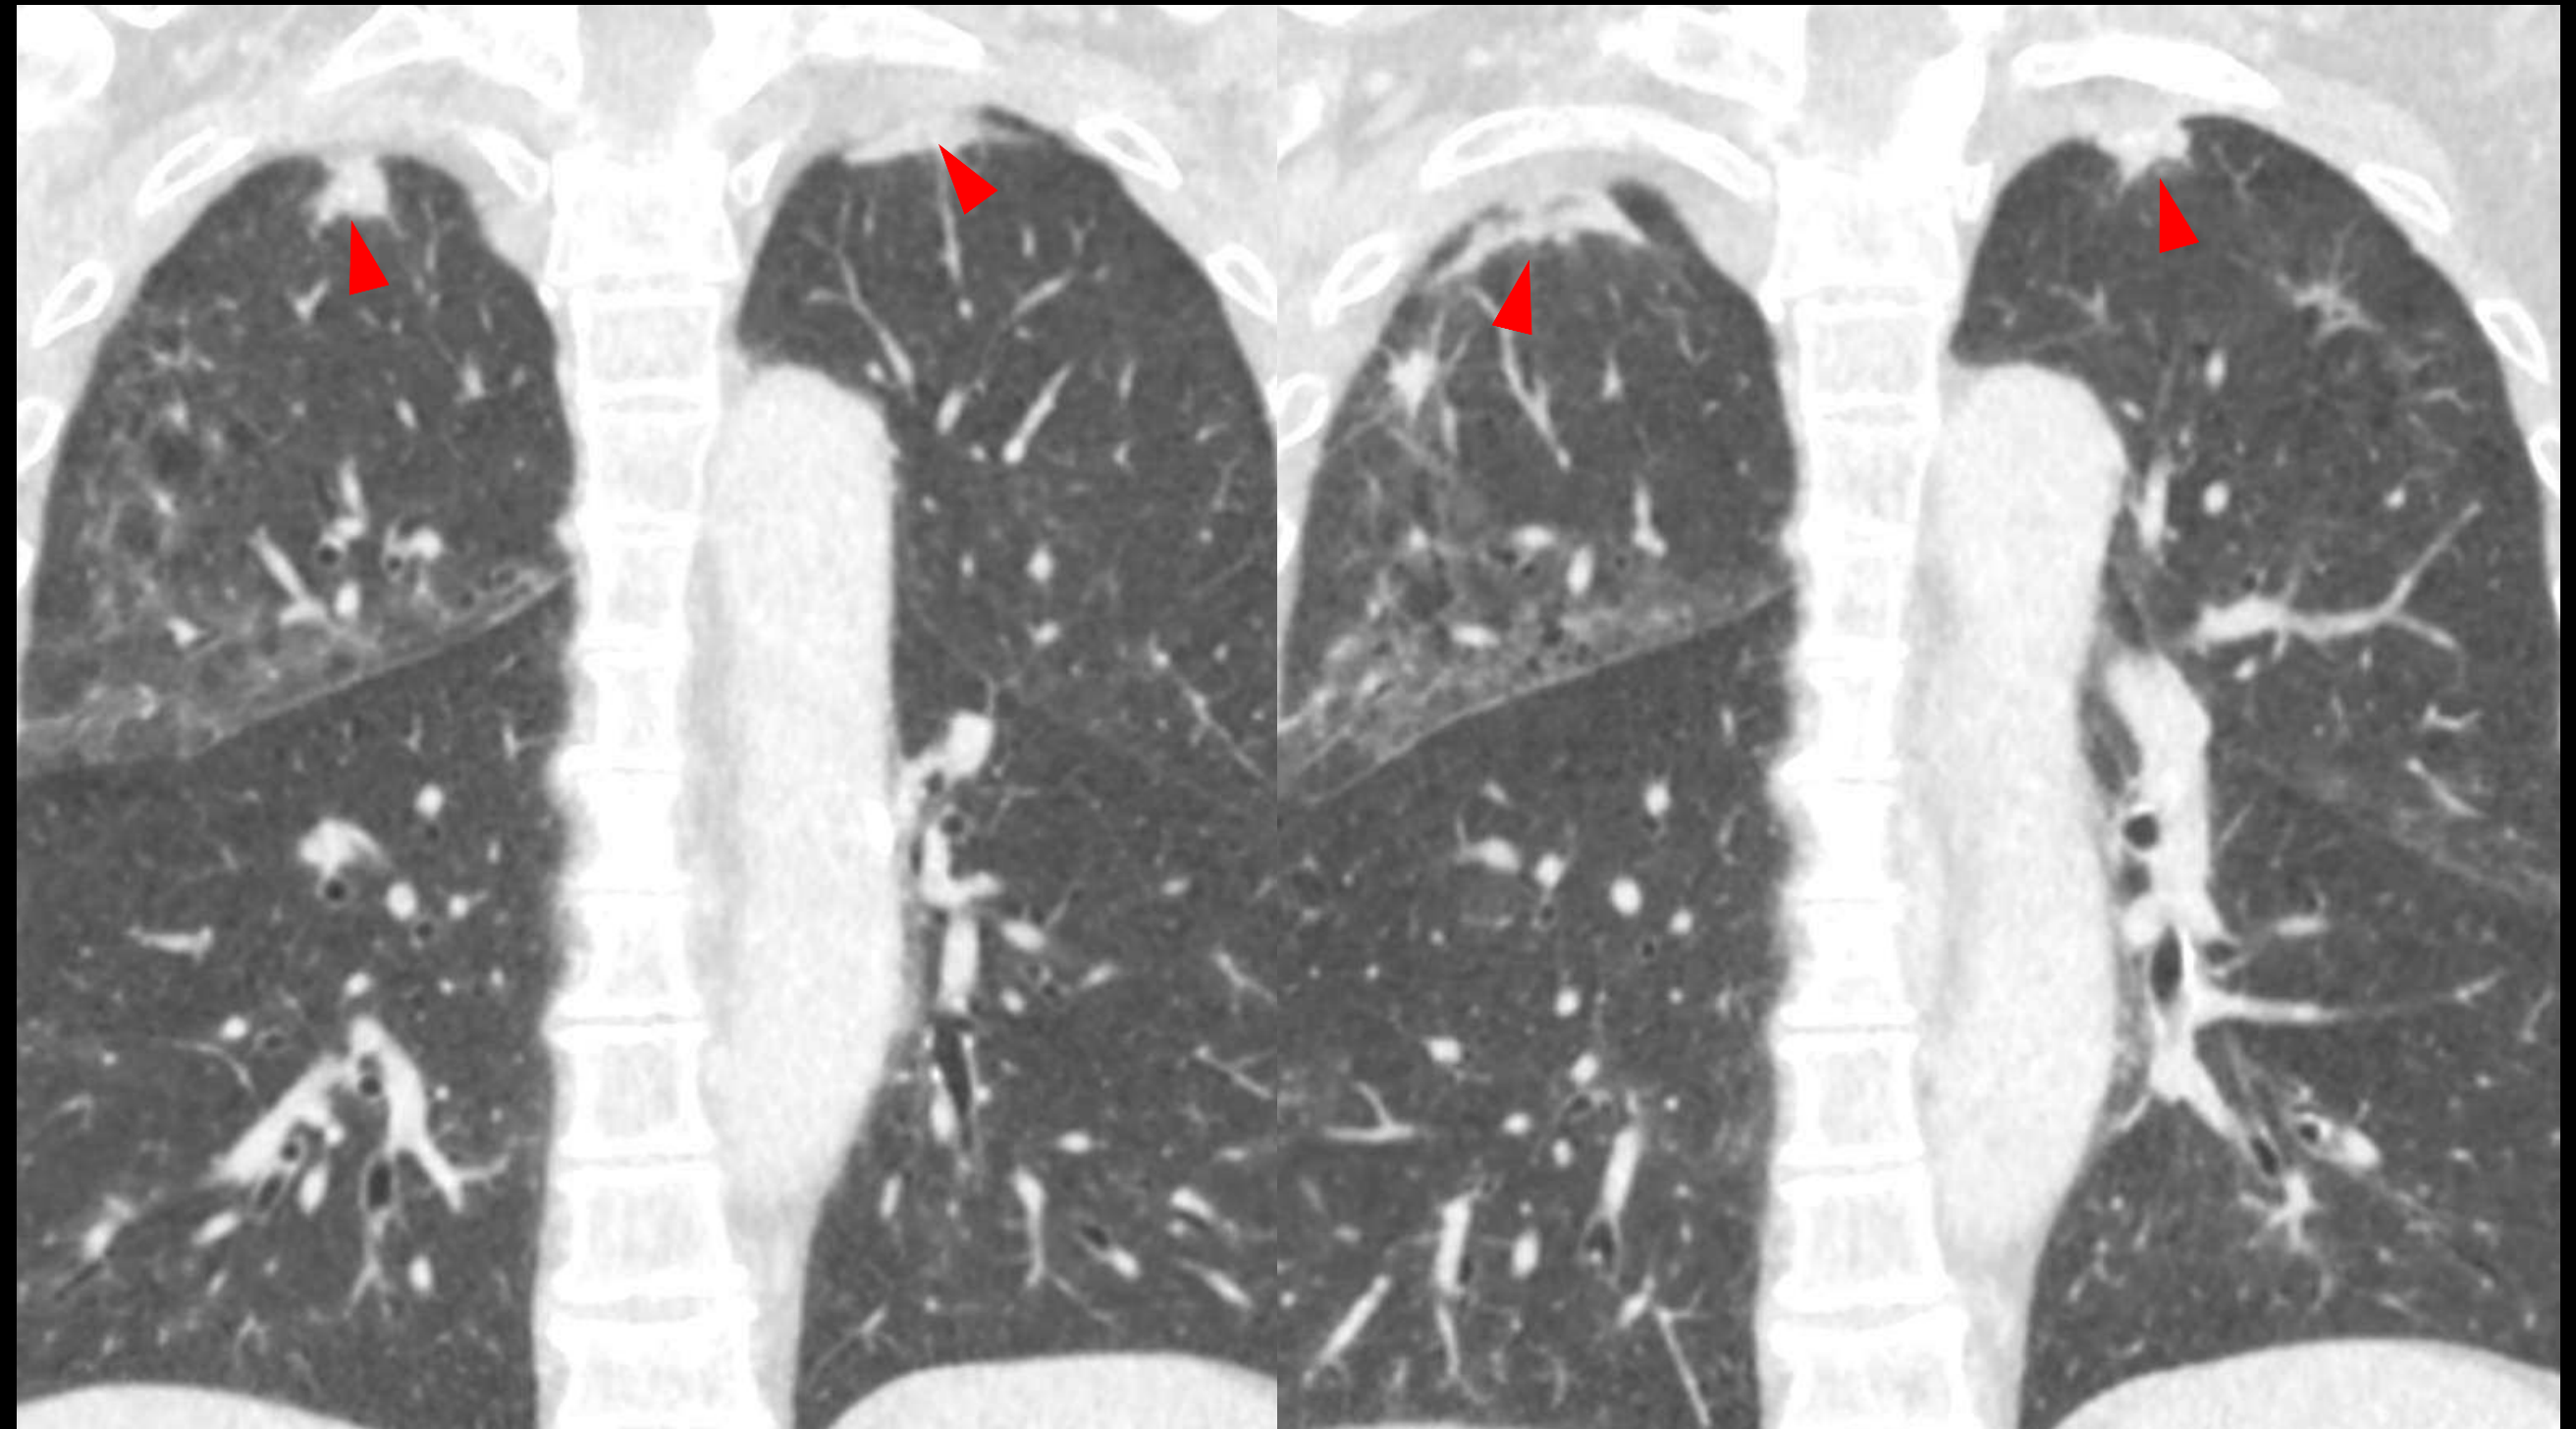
Hallazgos en TC de fibroelastosis pleuroparenquimatosa (FEPP). Mismo paciente, diferentes cortes coronales.
